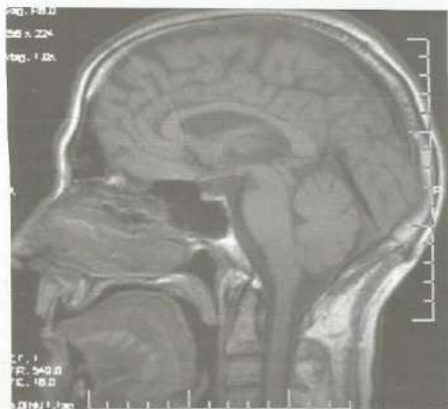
RM do crânio no plano sagital ponderada em T1. Observar a diferença entre os sulcos nos hemisférios cerebrais e os sulcos no cerebelo.
